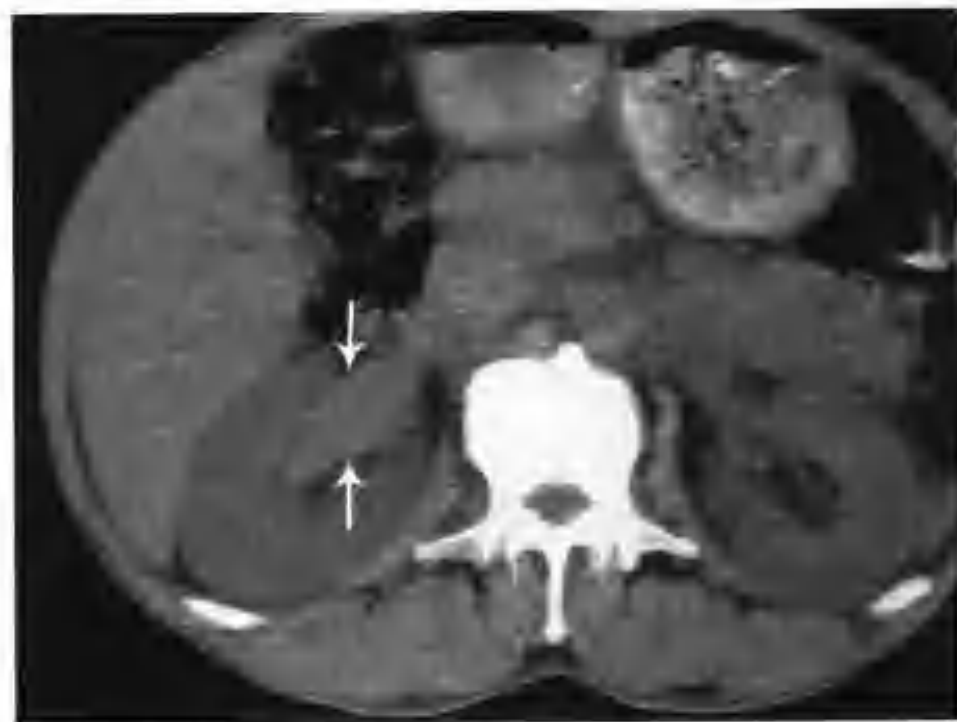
与图 2-1-146 为同一病例，示 CT 平扫不同层面所见（箭头示肾静脉癌栓）
